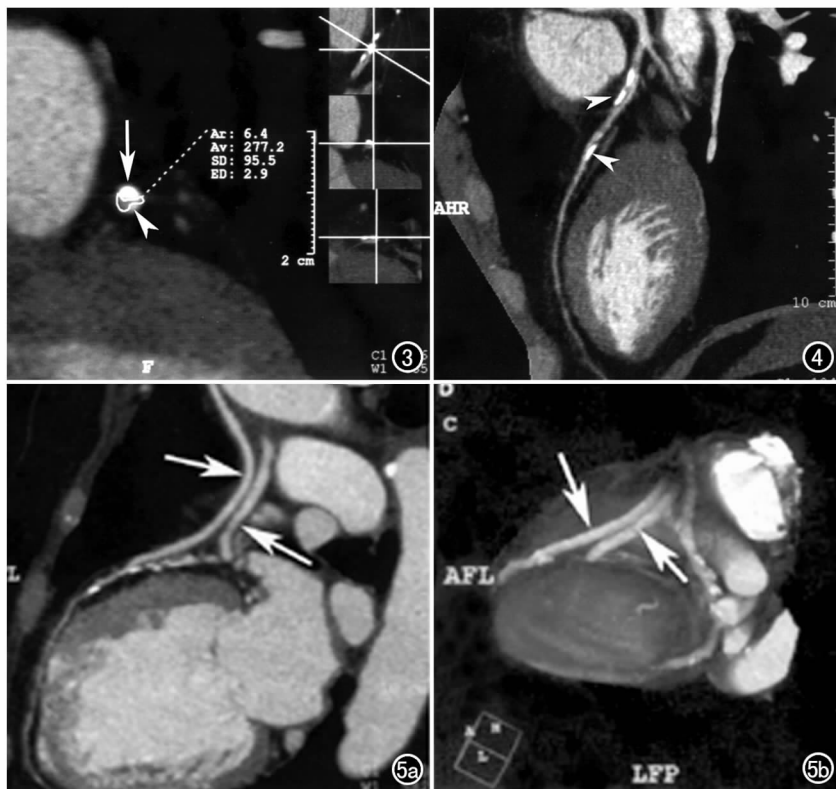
左旋支近端断面图像。附着在血管壁上的高密度影(箭)为钙化斑块,虚线围绕的 ROI 是管腔(强化后平均 CT 值为 277 HU);另 1 个钙化较少的斑块(箭头)位于对侧管壁。图 4 左前降支的曲面多平面重组图示其近段含钙化(箭头)的斑块性病变。图 5 冠状动脉搭桥术后,MSCT 能对搭桥血管(箭)的通畅性作出正确的评价。a) 曲面 MPR; b) VR。
